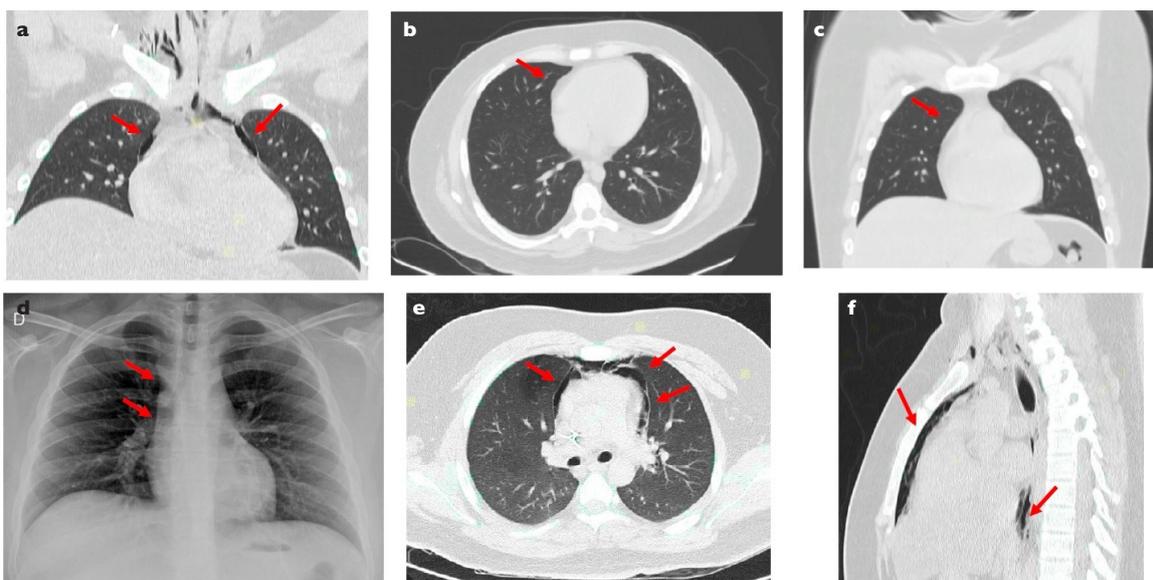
(a) radiografía de tórax muestra imagen radiolúcida (flechas) en mediastino. (b) tomografía torácica corte axial muestra neumomediastino (flechas). (c) tomografía torácica en corte coronal muestra neumomediastino (flechas). (d) tomografía torácica corte axial, dos semanas después, muestra resolución de neumomediastino (flechas). (e, f) tomografía torácica en corte coronal, dos semanas después, muestra resolución de neumomediastino (flechas).
